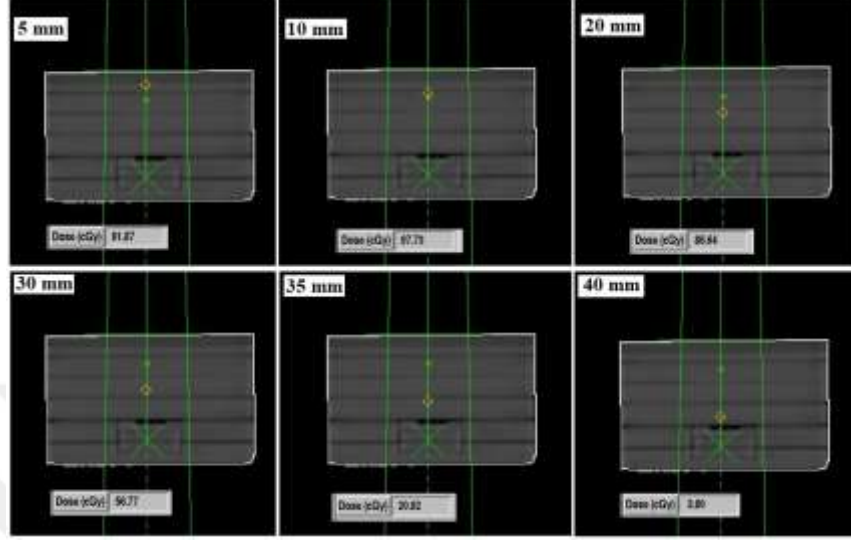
Siyah ABS fantomunun BT çekimi.
